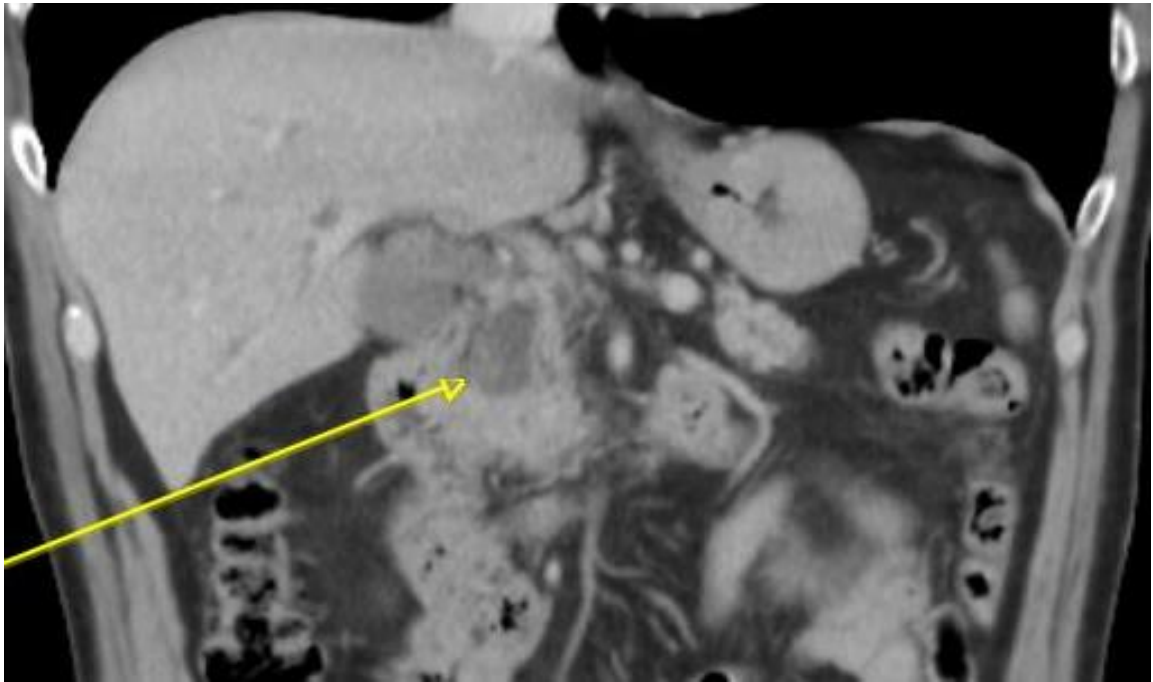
TDM abdominale en coupe coronale (même lésion que ci-dessus) : hypodensité de la région céphalique pancréatique
